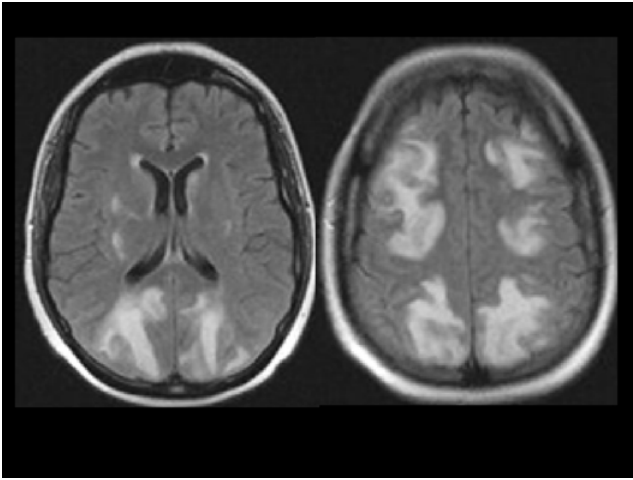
Intoxication à la cocaïne. Hypersignaux confluents FLAIR (A) et diffusion (B) de la substance blanche des centres semi-ovales. Sténoses focales multiples des artères cérébrales postérieures en ARM (C) confirmées en artériographie (D) en faveur d'une vascularite à la cocaïne
